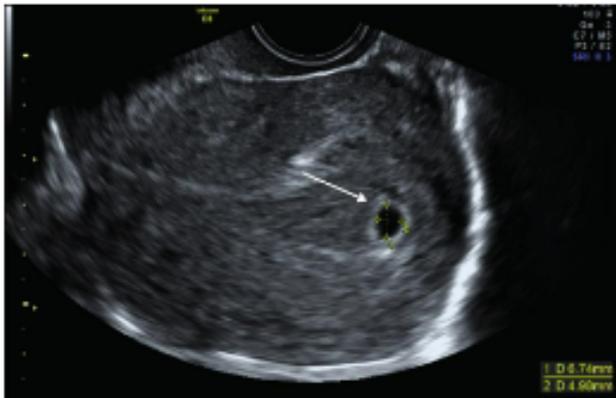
Gestación de 4 semanas y 1 día posmenstruales. Ecografía transvaginal donde se aprecia una vesícula gestacional con el signo intradecidual [flecha].
